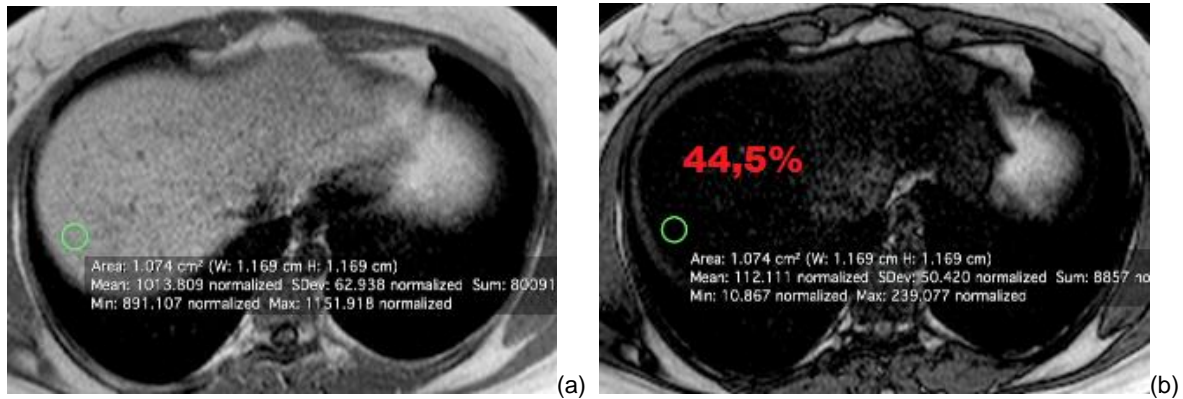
Estratégia 1 do grupo 1* - Imagens axiais em fase (a) e fora de fase (b) do fígado. Cada círculo verde representa o ROI selecionado de 1cm² com os valores fornecidos pela RM abaixo. Em vermelho, o valor da fração de gordura calculado.
